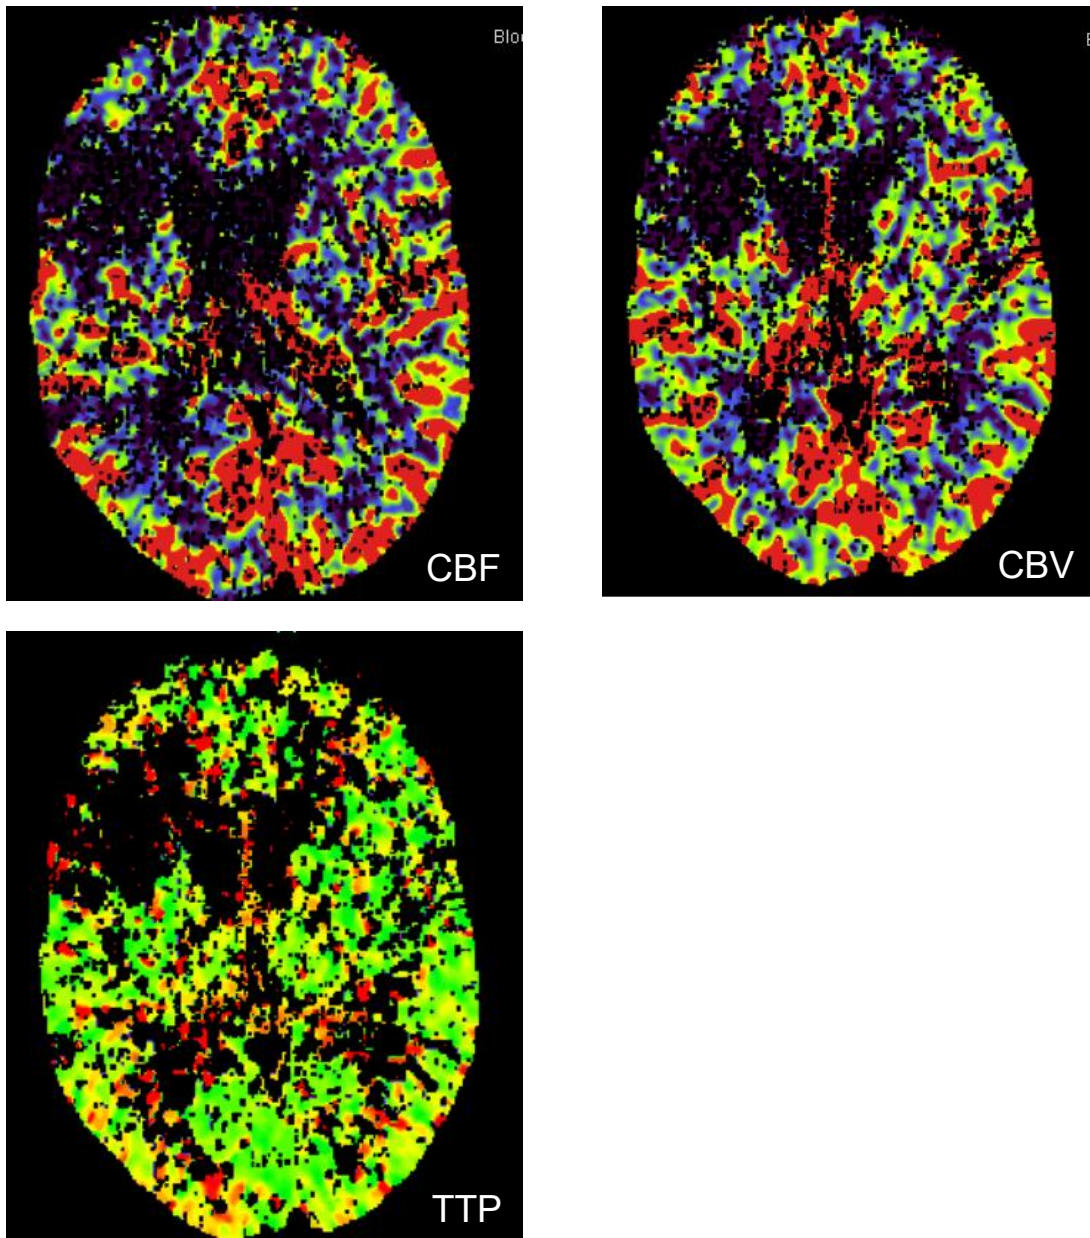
CT-Perfusionsbilder bei abgelaufener Ischämie der A. cerebri media im rechten vorderen Versorgungsgebiet; mit freundlicher Genehmigung von Prof. Dr. med. Wiesinger (BKH Regensburg, Abteilung für Neuroradiologie)
